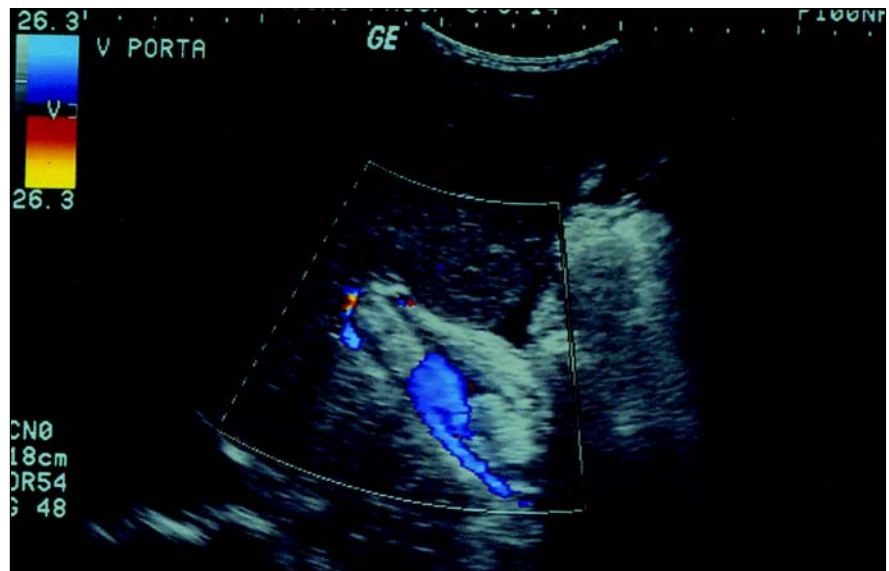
Trombose portal, com material ecogênico no interior da veia porta. Doppler colorido demonstrando a interrupção do fluxo sanguíneo. Presença de pequena quantidade de ascite peri-hepática.
